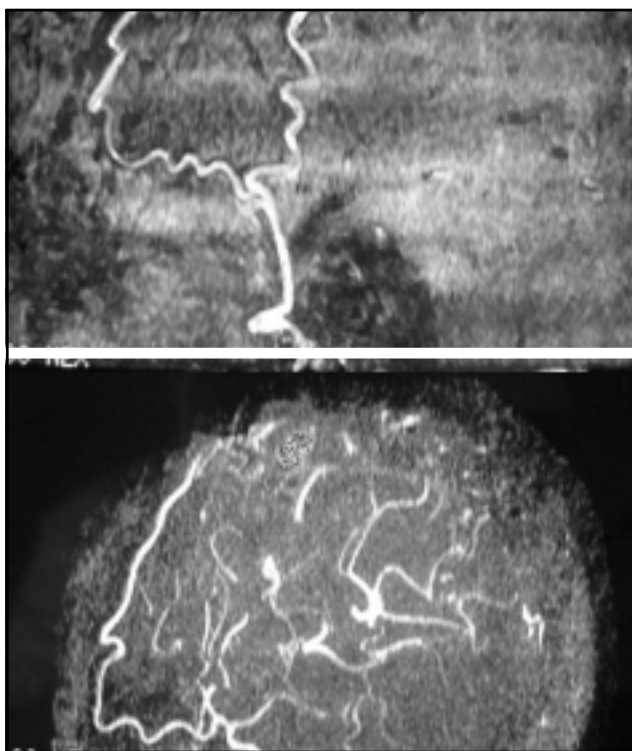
Angiorresonancia 3D postoperatoria
